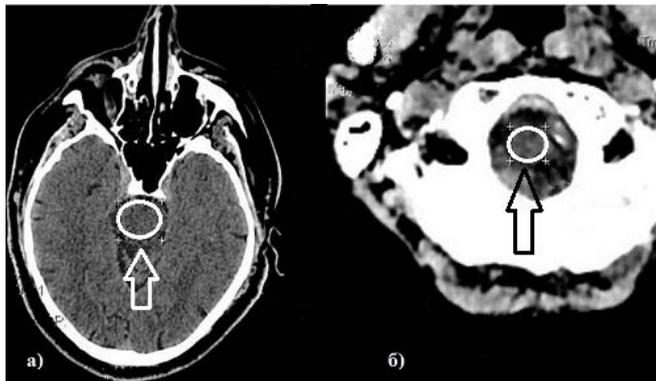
Компьютерная томограмма больного А. И/Б №1211-2015. Измерение плотности ствола головного мозга: а) на уровне тенториального, б) затылочного отверстия
